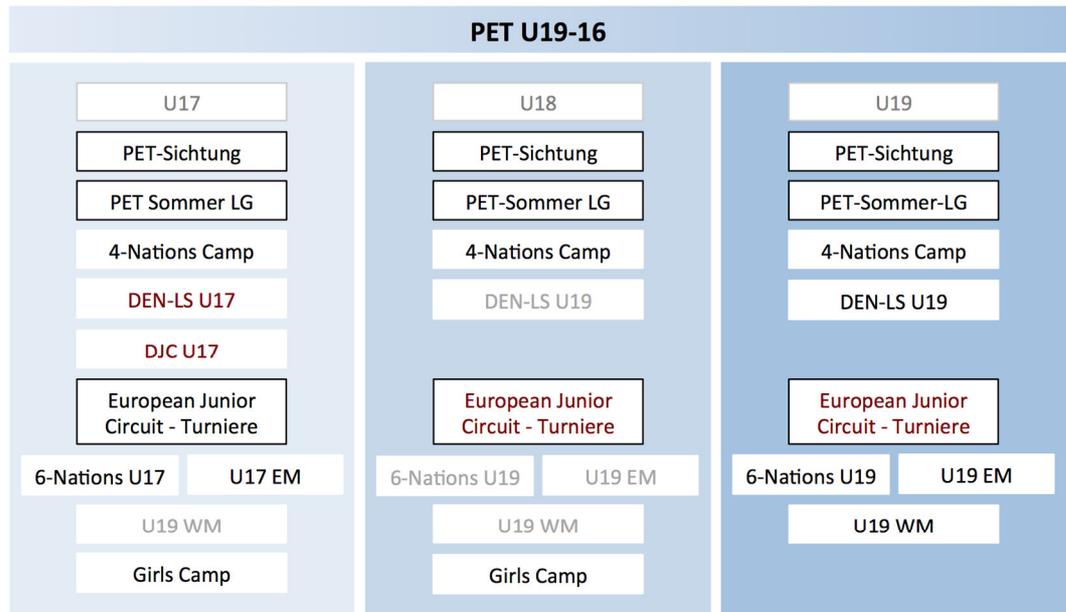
Ausbildungsstruktur PET U16-19.
